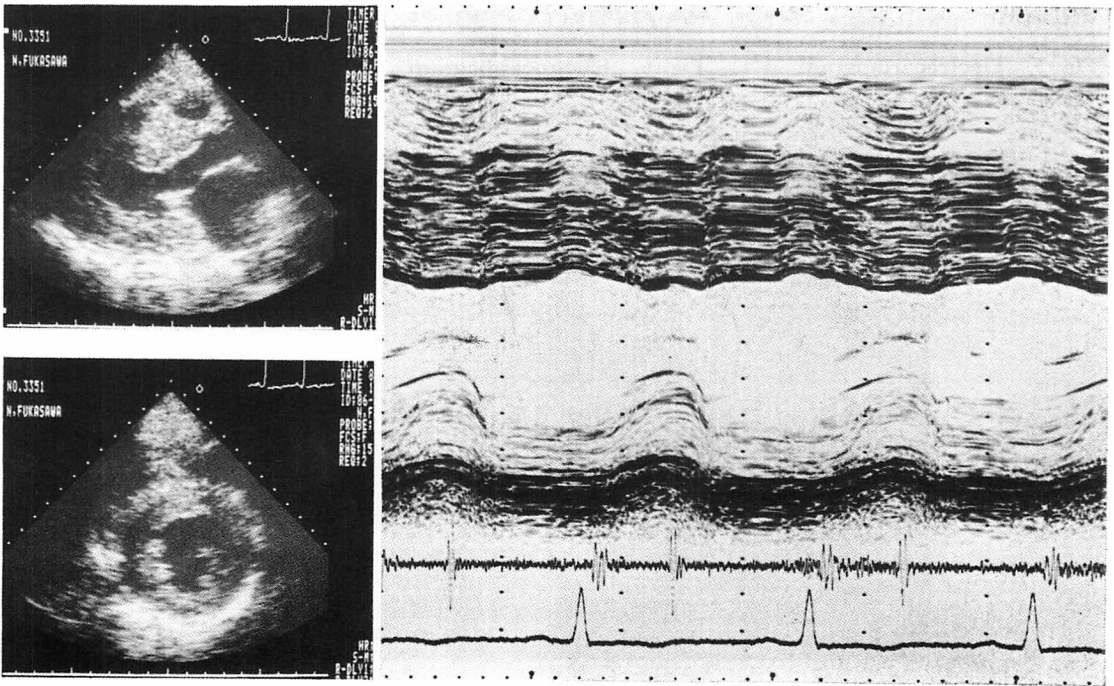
Echocardiogram of Case 2.
